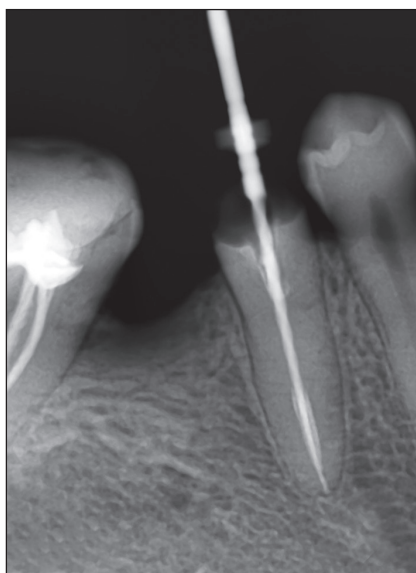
Рентгенологическое подтверждение рабочей длины
